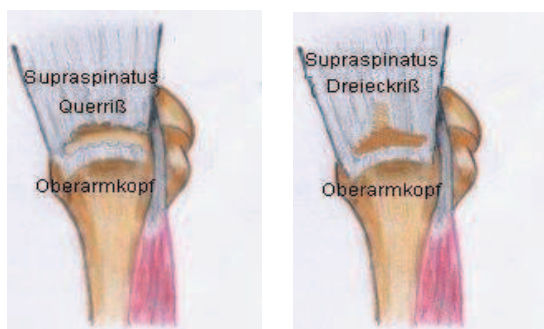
Formen der kompletten RM-Ruptur (aus: <http://www.krankenhaus-bobingen.de/chirurgie/schwerpunkte/unfall/schulter/RM.htm#was>)
